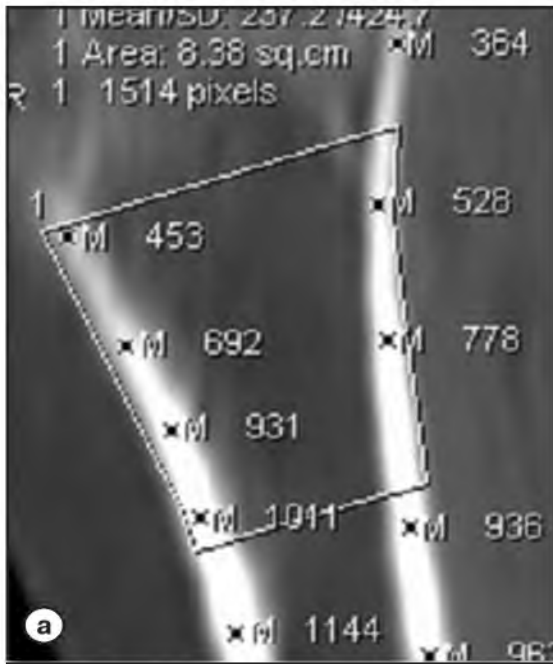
КТ голени больного Н., 14 лет. Ахондроплазия. До лечения. МРР в сагиттальной плоскости. Определение плотности кости в зоне остеотомии и плотности корковой пластинки (а). МСКТ проксимального отдела большеберцовой кости больного Т. 14 лет. Последствия гематогенного остеомиелита. Аксиальный срез (б); МРР во фронтальной плоскости (в). КТ голени больного ахондроплазией после удлинения. Измерена плотность зоны новообразованной кости и корковой пластинки (г).
